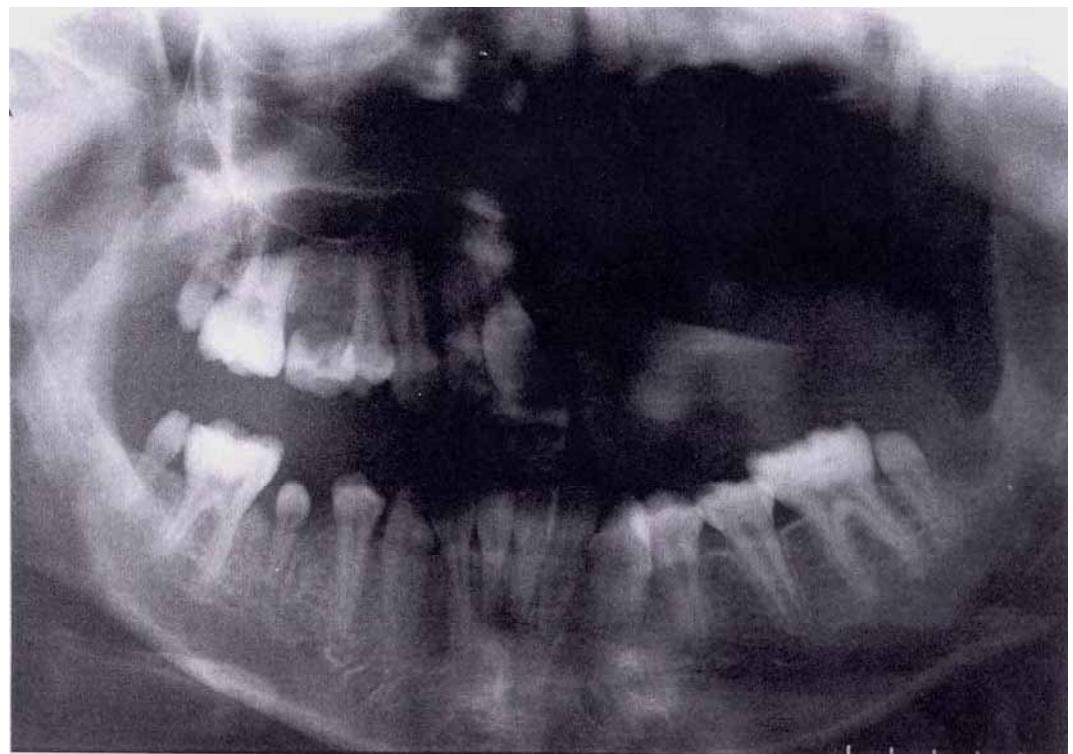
Cas n°8 : Aspect radiographique à 11 ans
